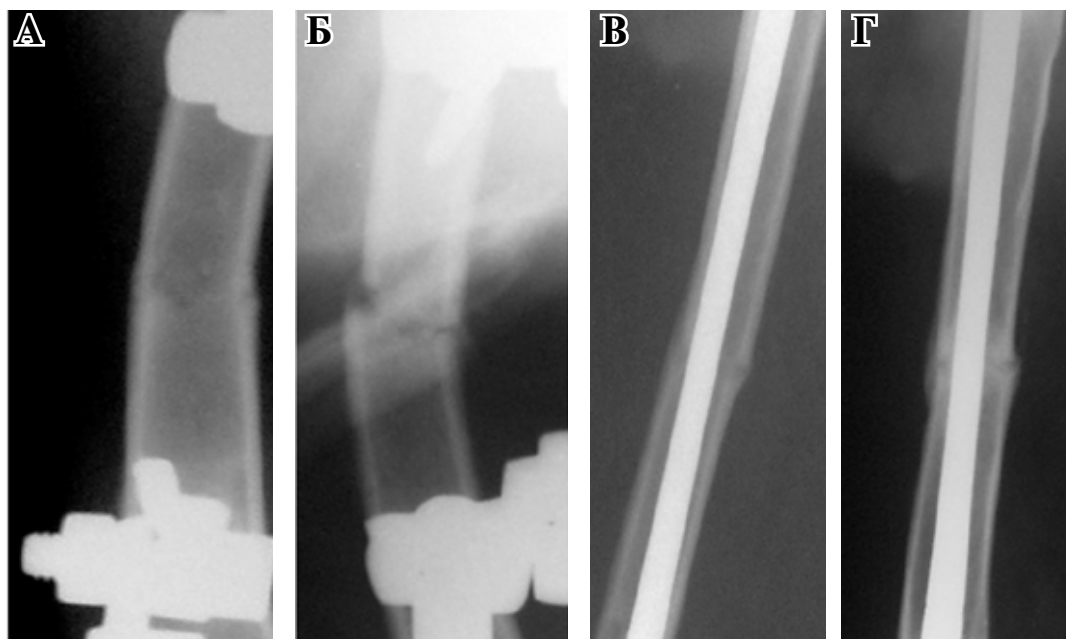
Фрагменты рентгенограмм особенностей консолидации диафизарных переломов бедренной кости на 42-е сутки после остеосинтеза: А – группа 1; Б – группа 2; В – группа 3; Г – группа 4.
